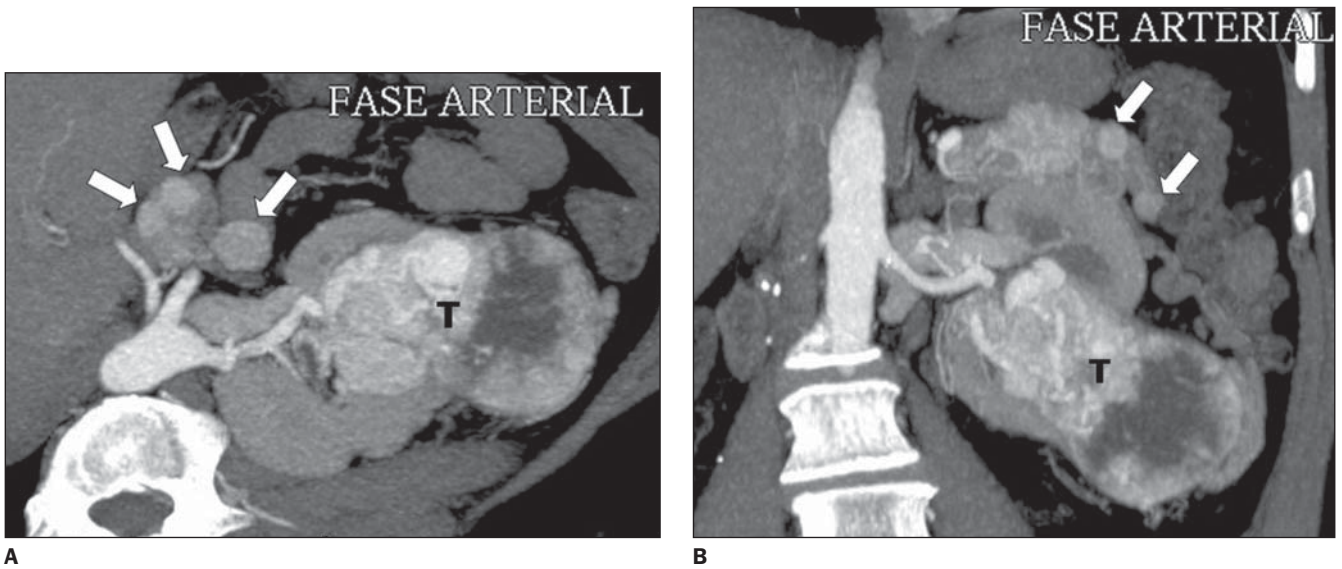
Metástases pancreáticas múltiplas e recorrência tumoral no rim contralateral. Paciente do sexo feminino, com 43 anos de idade, foi submetida a nefrectomia radical direita devido a CCR estágio T3a. Onze anos após, a paciente se queixou de perda de peso e hematuria. A: Reconstrução axial tridimensional dos cortes axiais da TC com contraste intravenoso demonstrou múltiplas pequenas lesões sólidas hipervascularizadas na cabeça e cauda pancreáticas (setas). B: Reconstrução coronal dos cortes axiais da TC com contraste intravenoso revelou grande lesão tumoral (T) sólida e heterogênea no rim esquerdo. A paciente apresentava, também, metástases pulmonares e subcutâneas.
